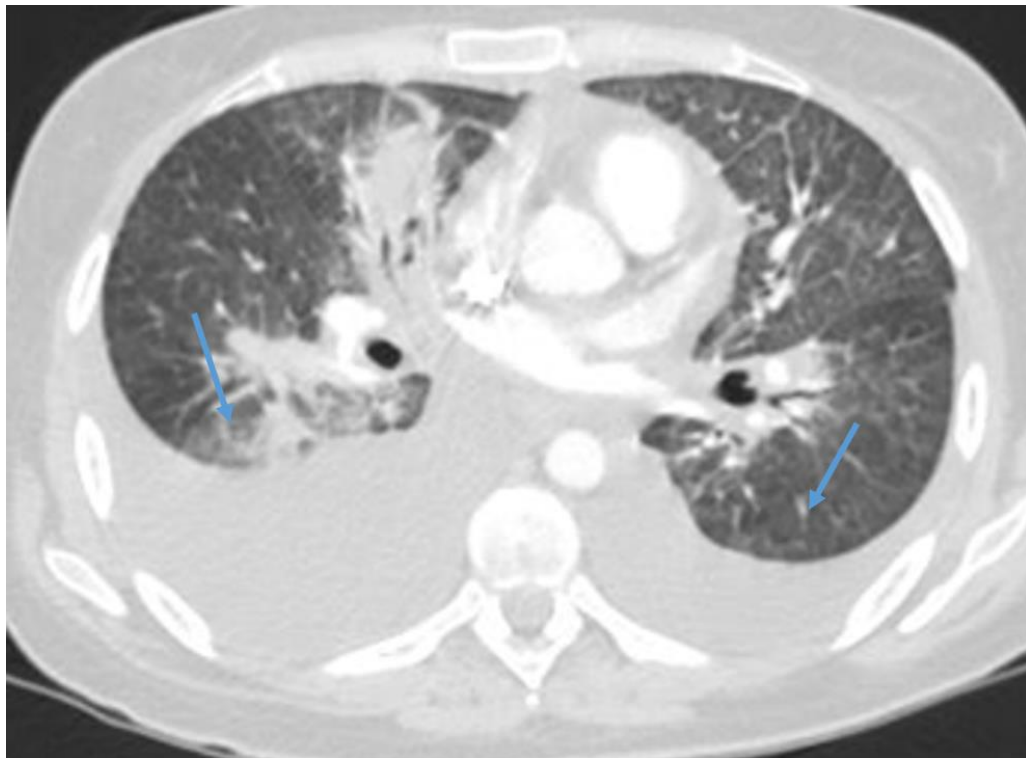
КТ груди, аксиальный срез.
